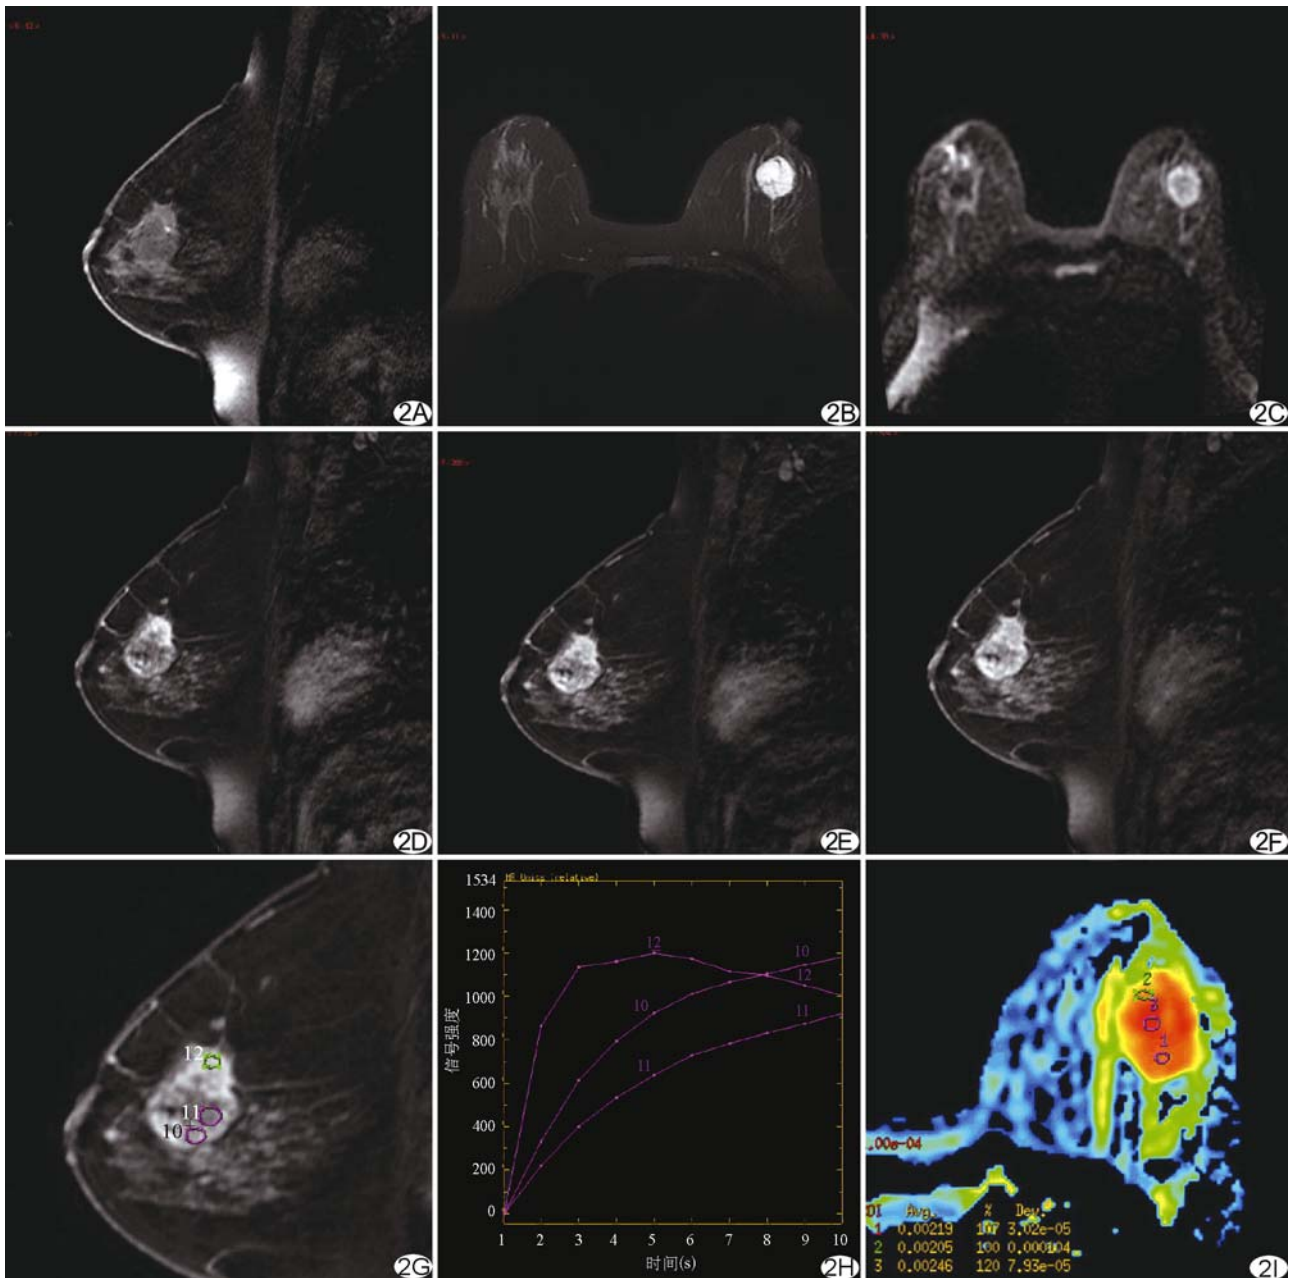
患者女,47 岁,左乳混合型黏液腺癌,呈分叶状,边缘模糊 A. 病灶 T1WI 蒙片呈低信号; B. T2WI IDEAL 呈高亮信号; C. DWI 示弥散受限; D~F. 增强后可见不均匀强化; G、H. 动态增强曲线呈流出型或流入型; I. ADC 图,平均 ADC 值为 $2.23 \times 10^{-3} \text{ mm}^2/\text{s}$
